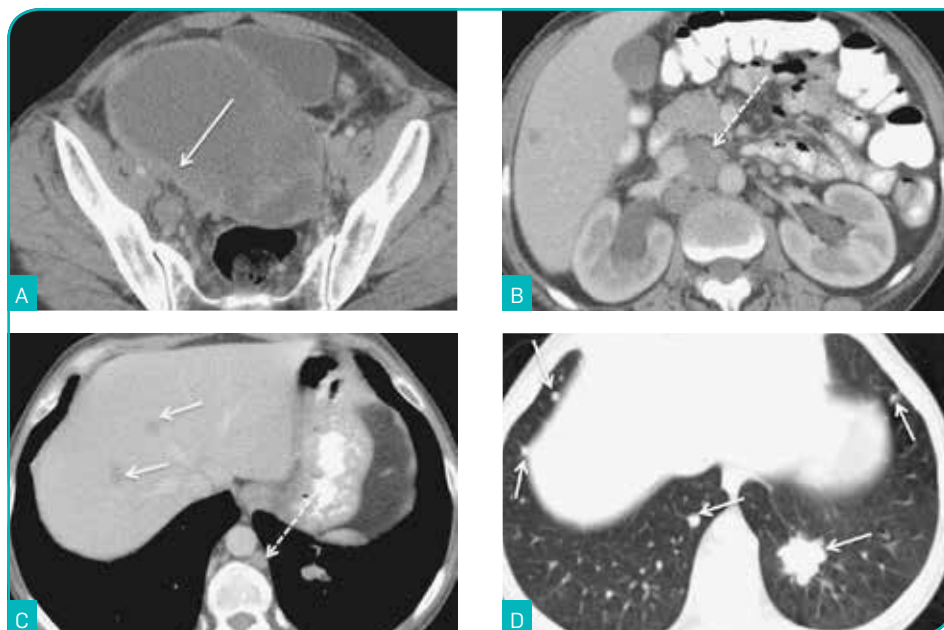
Carcinoma seroso bilateral do ovário em estágio IV. Imagens de TC após administração de contraste endovenoso no plano axial (A-D). Tumor predominantemente hipodenso, traduzindo extensas áreas quísticas, identificando-se espessamento linear parietal (> 3 mm), bem como vegetações captantes (A, seta). Presença de adenomegalias acima dos hilos renais (B e C, setas tracejadas) e de múltiplas metástases hepáticas (C, setas) e pulmonares (D, setas).
